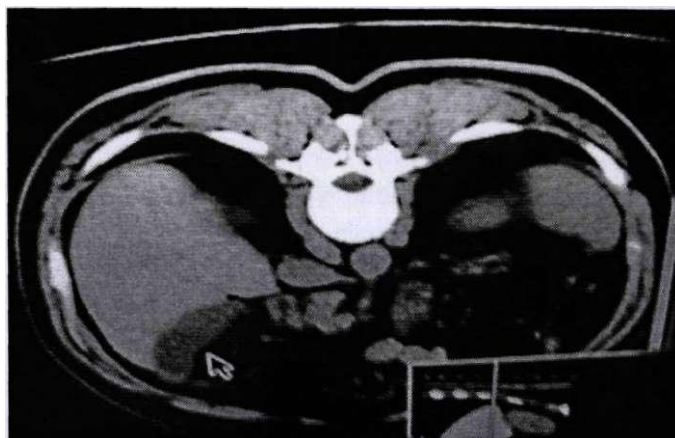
Computed tomography. Patient S., 13 years old. Rupture of the liver
